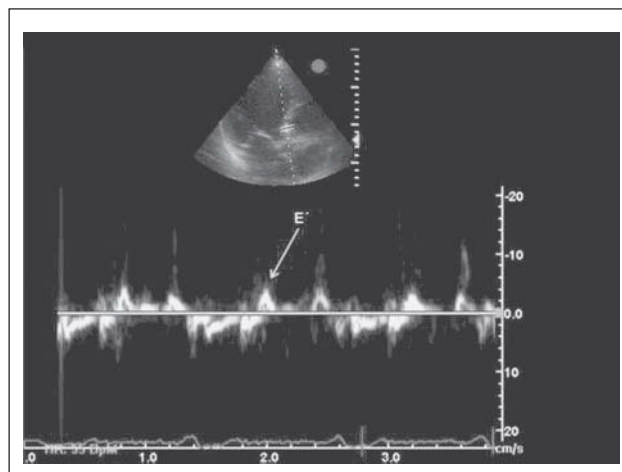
Apikaler Längsschnitt – Gewebedopplerstudie: Geschwindigkeitsprofil des Mitralklappens.
